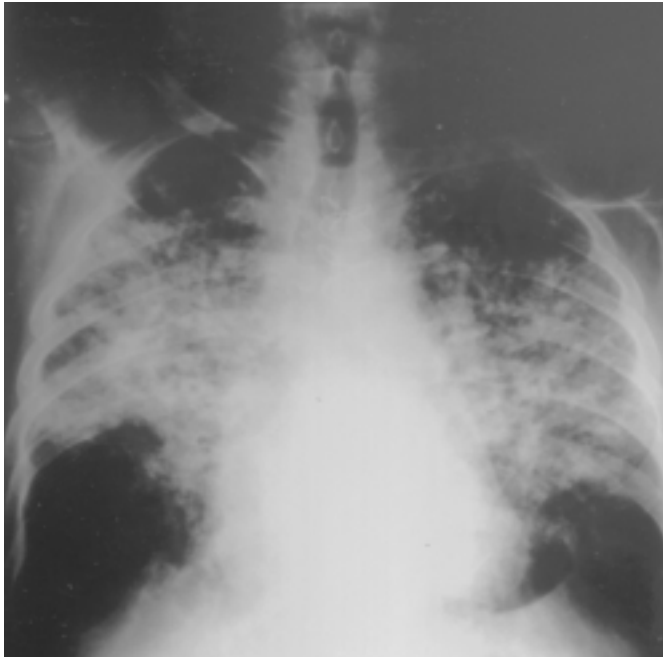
Radiografía postero-anterior. Infiltrados alveolo-intersticiales bilaterales en campos pulmonares medios y superiores.
